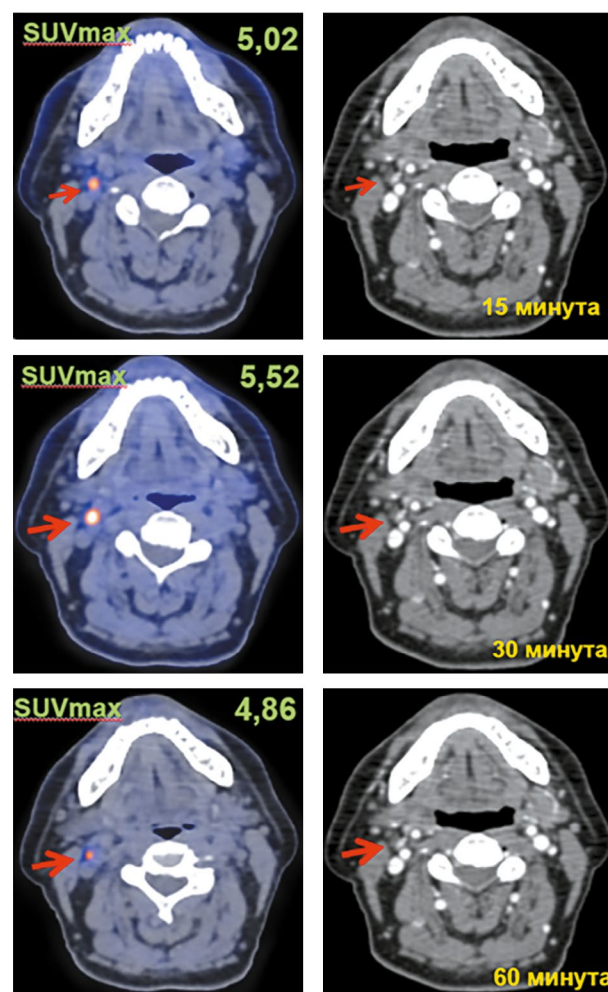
Пациент Г., 63 года. ПЭТ/КТ с ^{18}F -ДОФА.
